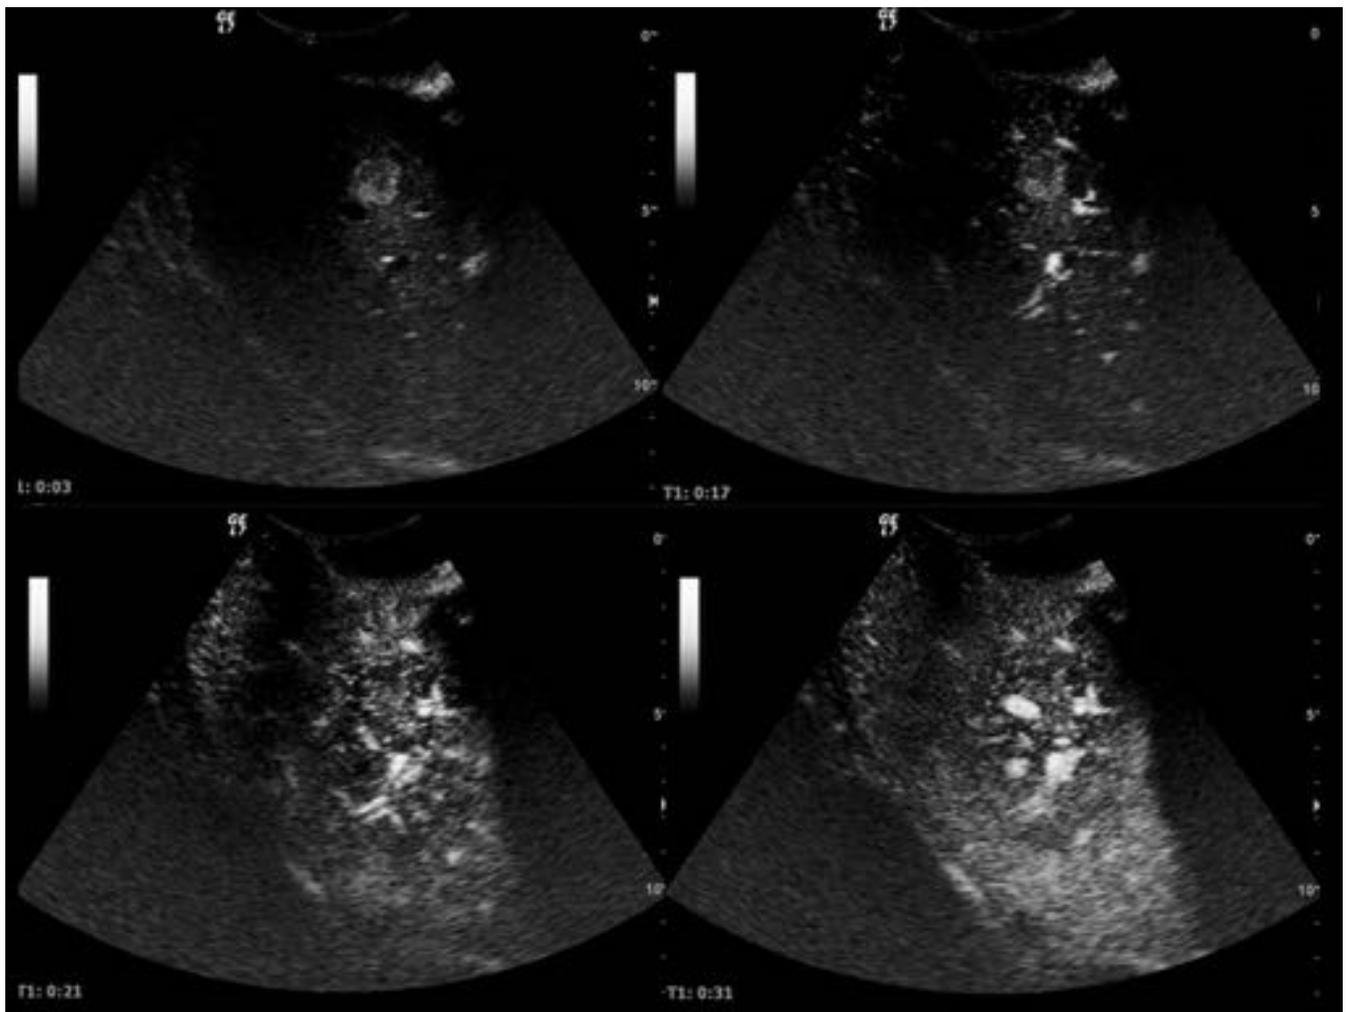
Mismo paciente que en caso anterior. La ecografía intraoperatoria tras administración de contraste ecopotenciador demuestra realce nodular periférico con llenado centrípeto progresivo en fases portal y tardía de la lesión, lo que es diagnóstico de hemangioma típico.
